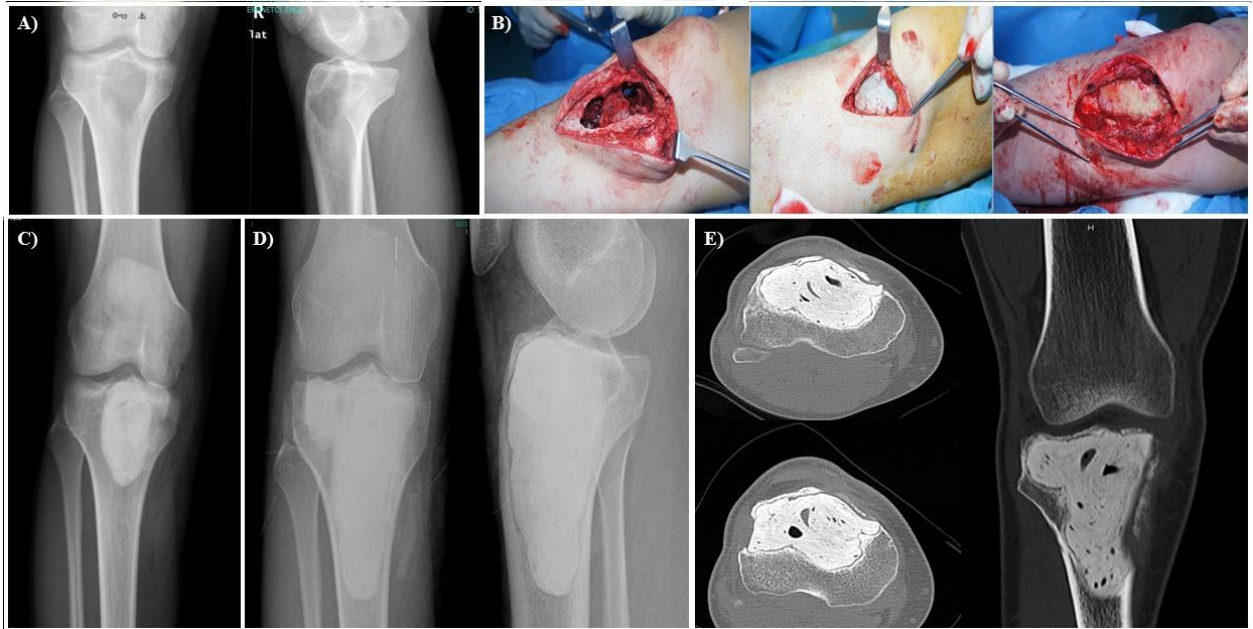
Vaka Sunumu 1 - A) Direkt grafide enkondromun görüntüsü B) Ameliyatta burr, fenol ve çimentolama yapılmasını takiben görüntüler C) Ameliyattan sonra 1. sene AP-lateral grafileri D) Ameliyattan sonraki 1. Sene BT görüntülerinde bütün kemiğin üzerini kaplayan ince kemik görülmektedir.
